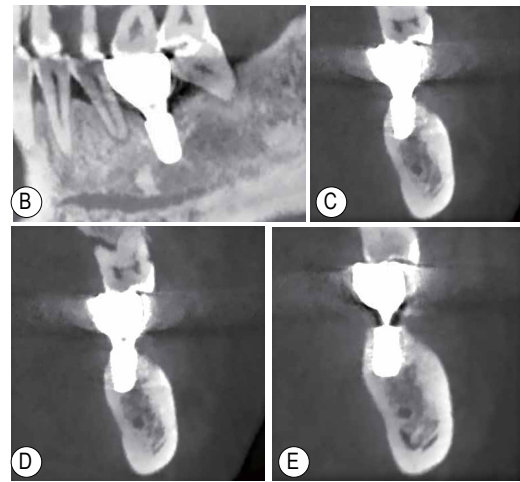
36种植修复后2.5年牙周检查及CBCT检查 A: 牙周专项检查量表; B~E为CBCT截图, B: 矢状面; C: 冠状面近中; D: 冠状面中央; E: 冠状面远中
